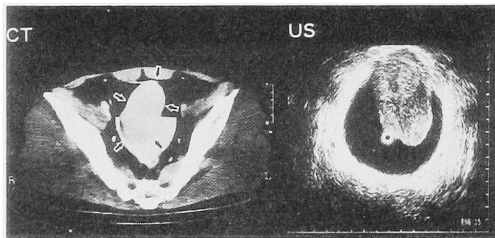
CT scan shows a wide-based tumor protruding into the bladder lumen from the bladder dome, but no invasion outside the bladder wall. Transurethral ultrasonography reveals a submucosal tumor which is low echoic and homogeneous.
